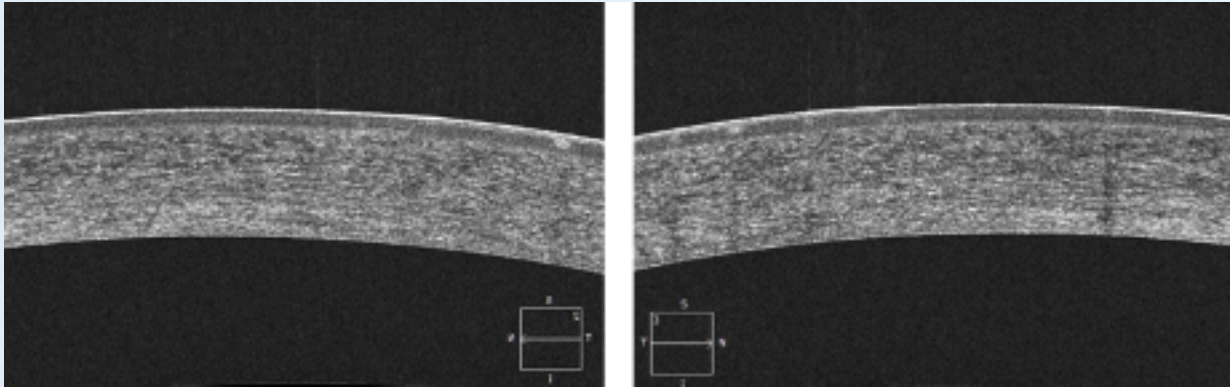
Tomografía de coherencia óptica raster ojo derecho
